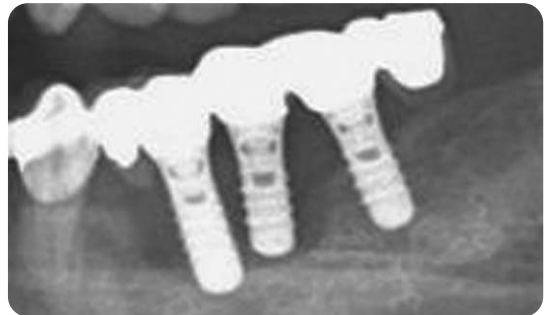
59세 여자 환자의 초진 시 방사선 사진. 임플란트 침부 근처까지 골파괴가 진행된 것을 볼 수 있다.
